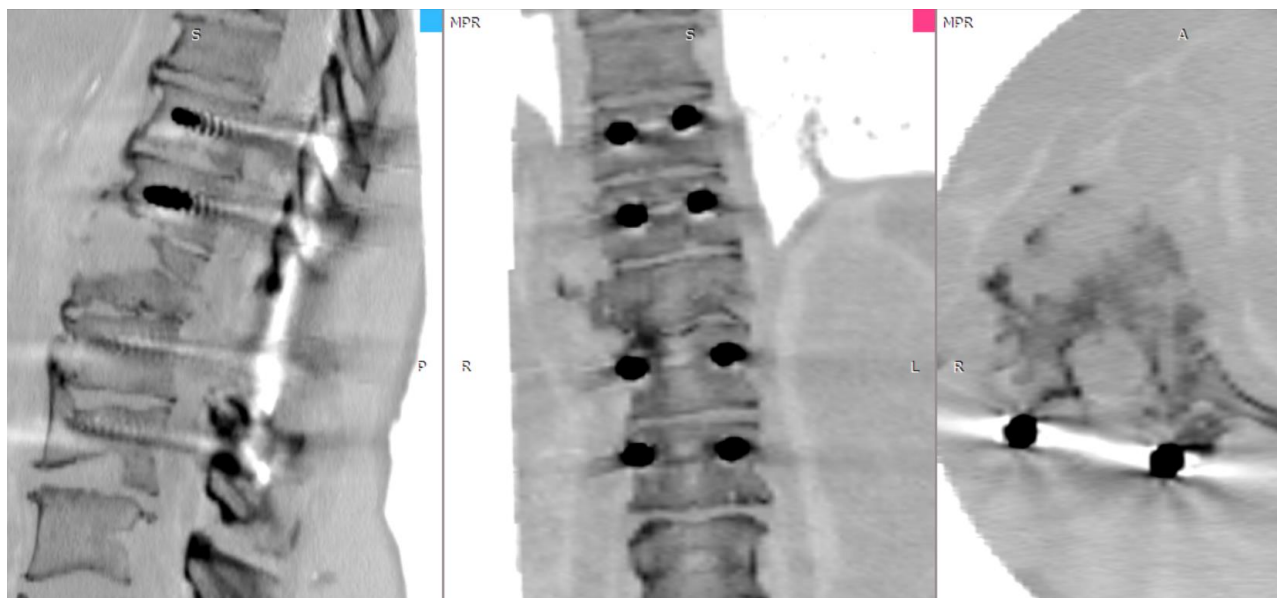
Контрольное СКТ-исследование пациентки В. после операции
